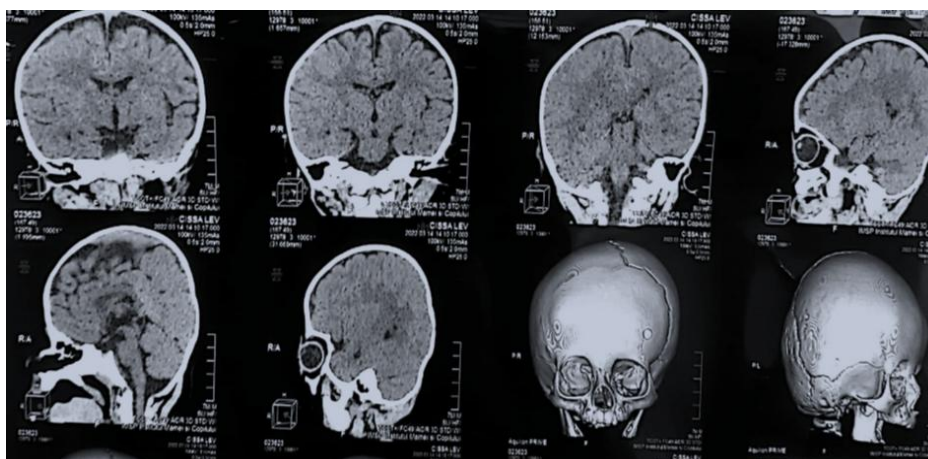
IRM cerebrală la copil de 1 an: craniostenoză congenitală coronară dreaptă completă. Sursa: cazuistica proprie.
